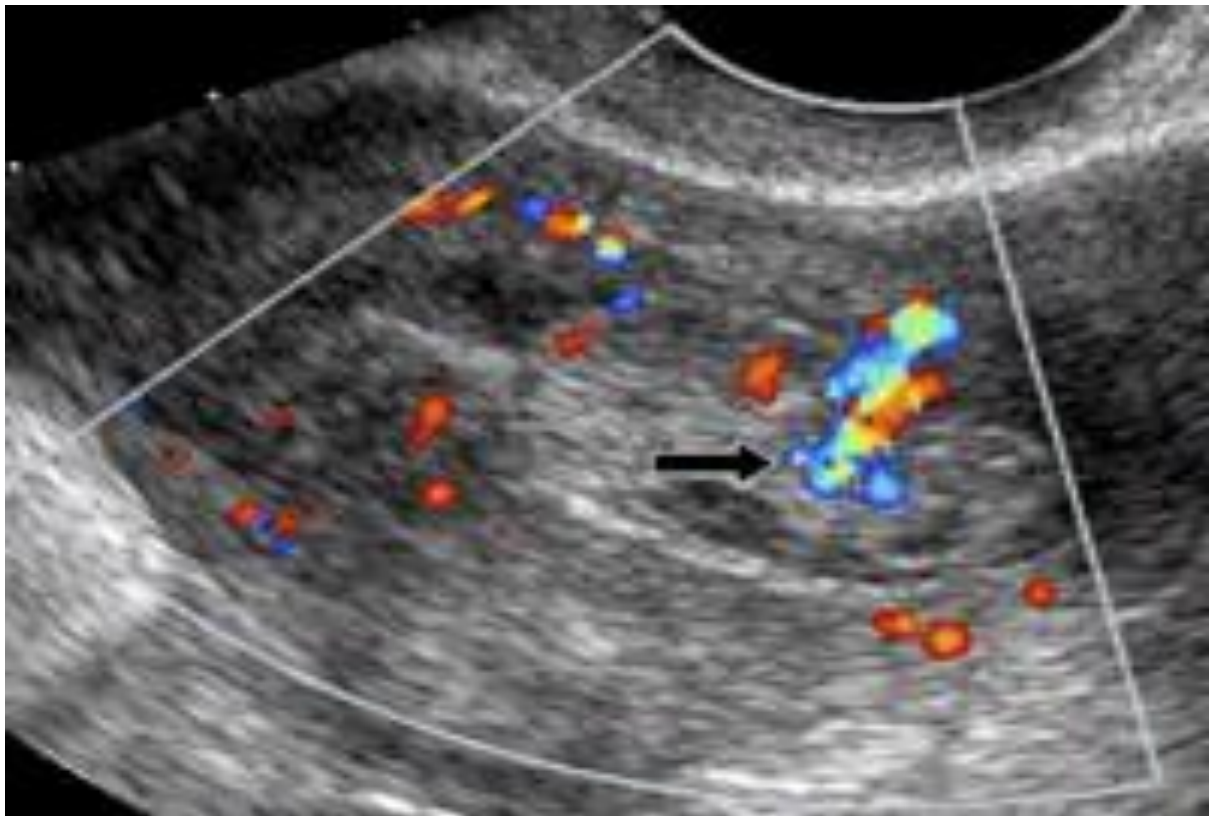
Vascularisation anormale au niveau de l'épaississement endométrial à l'échodoppler couleur [177]
